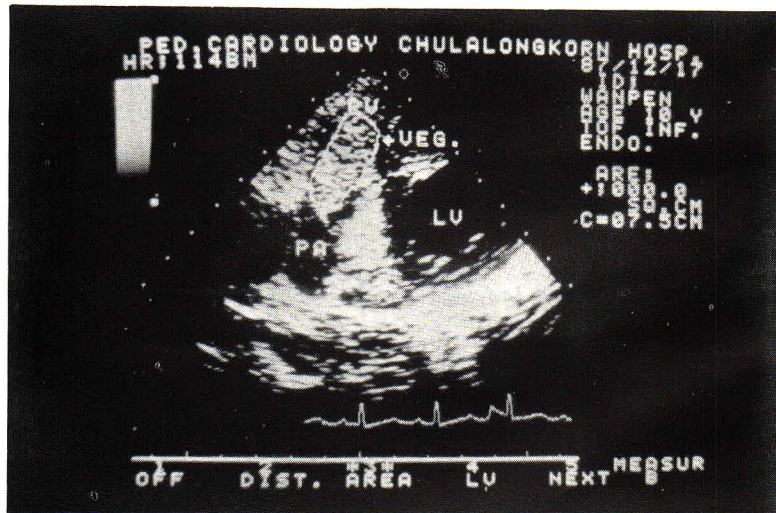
2 DE in parasternal short axis projection in a 10 year old patient with tetralogy of Fallot. Large vegetation is attached at right ventricular outflow tract.
